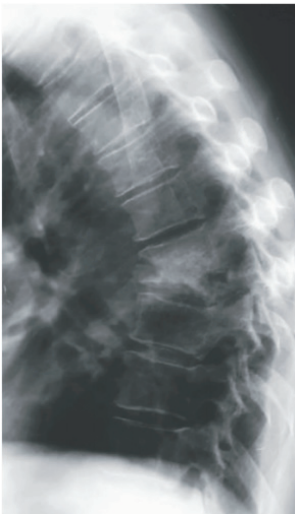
Gibbus pada regio thorakolumbal (kiri) dan pada pemeriksaan MRI (kanan) (Garg & Somvanshi, 2011).
